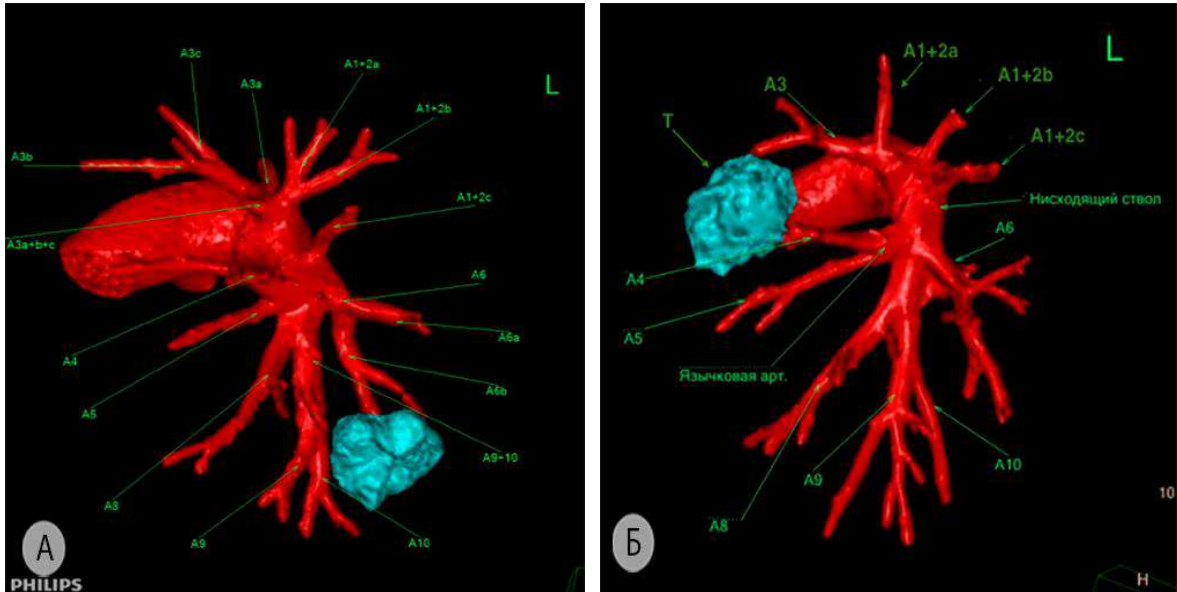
Варианты артериального кровоснабжения верхней зоны левого лёгкого (3D-реконструкция МСКТ-АГ) а – наличие аналога «переднего» артериального ствола; б – рассыпной тип кровоснабжения верхней зоны левого лёгкого. A^{1+2a} – апикальная верхушечно-задняя артерия; A^{1+2b} – дорзальная верхушечно-задняя артерия; A^{1+2c} – горизонтальная верхушечно-задняя артерия; A^{3a} – латеральная артерия переднего сегмента; A^{3b} – медиальная артерия переднего сегмента; A^{3c} – верхняя артерия переднего сегмента. A^4 – верхняя язычковая артерия; A^5 – нижняя язычковая артерия; A^6 – заднезональная артерия; A^8 – передняя базальная артерия; A^9 – латеральная базальная артерия; A^{10} – задняя базальная артерия; Т – опухоль
